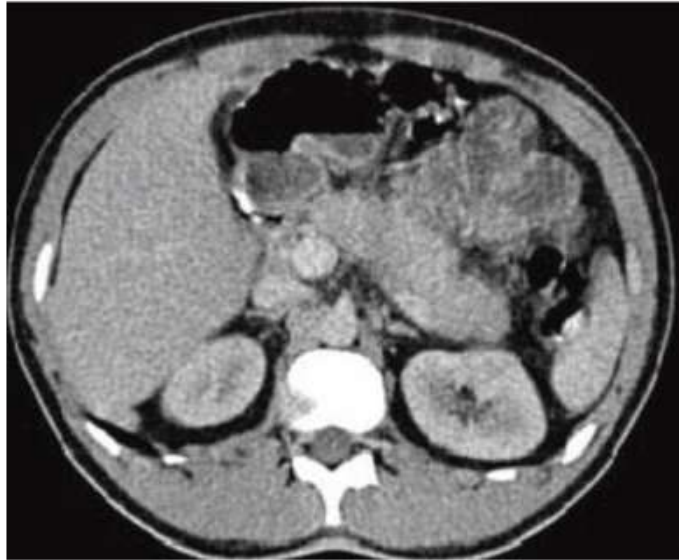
Комп'ютерна томограма: ГП, стадія А за Balthazar E
